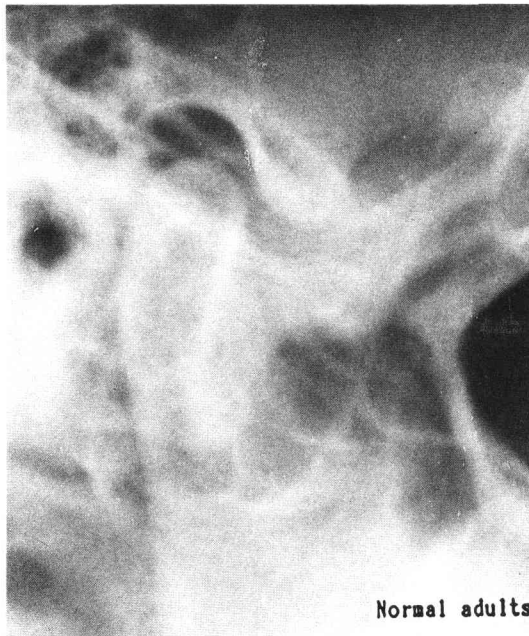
Radiographic images of the temporomandibular joint taken by "AX aligner".
